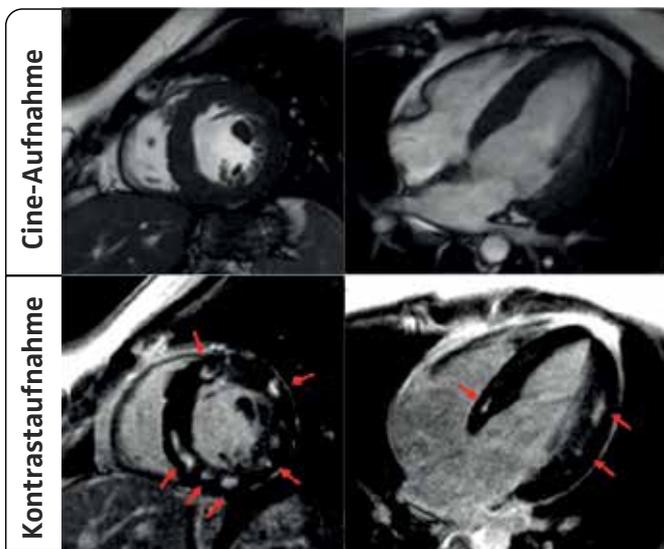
Cine- und Kontrast-MRT-Aufnahmen eines Patienten mit MELAS-Erkrankung. Die roten Pfeile markieren die Herzmuskelbereiche mit Kontrastmittel-Anreicherungen, die wiederum einer Vernarbung entsprechen.
